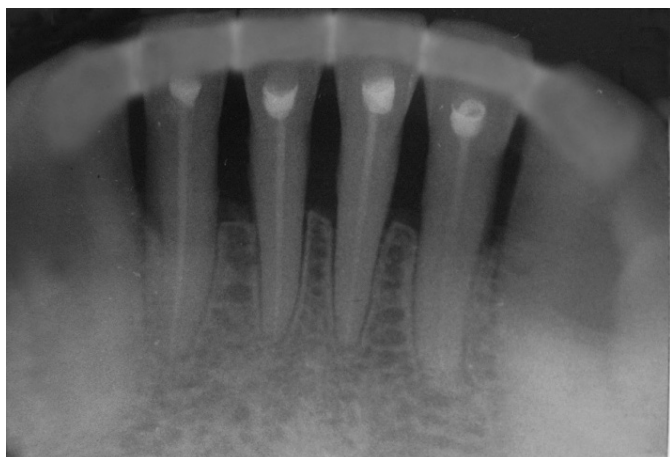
Рентгенограма 31, 32, 33, 41, 42, 43 зубів хворої Т. до лікування.
